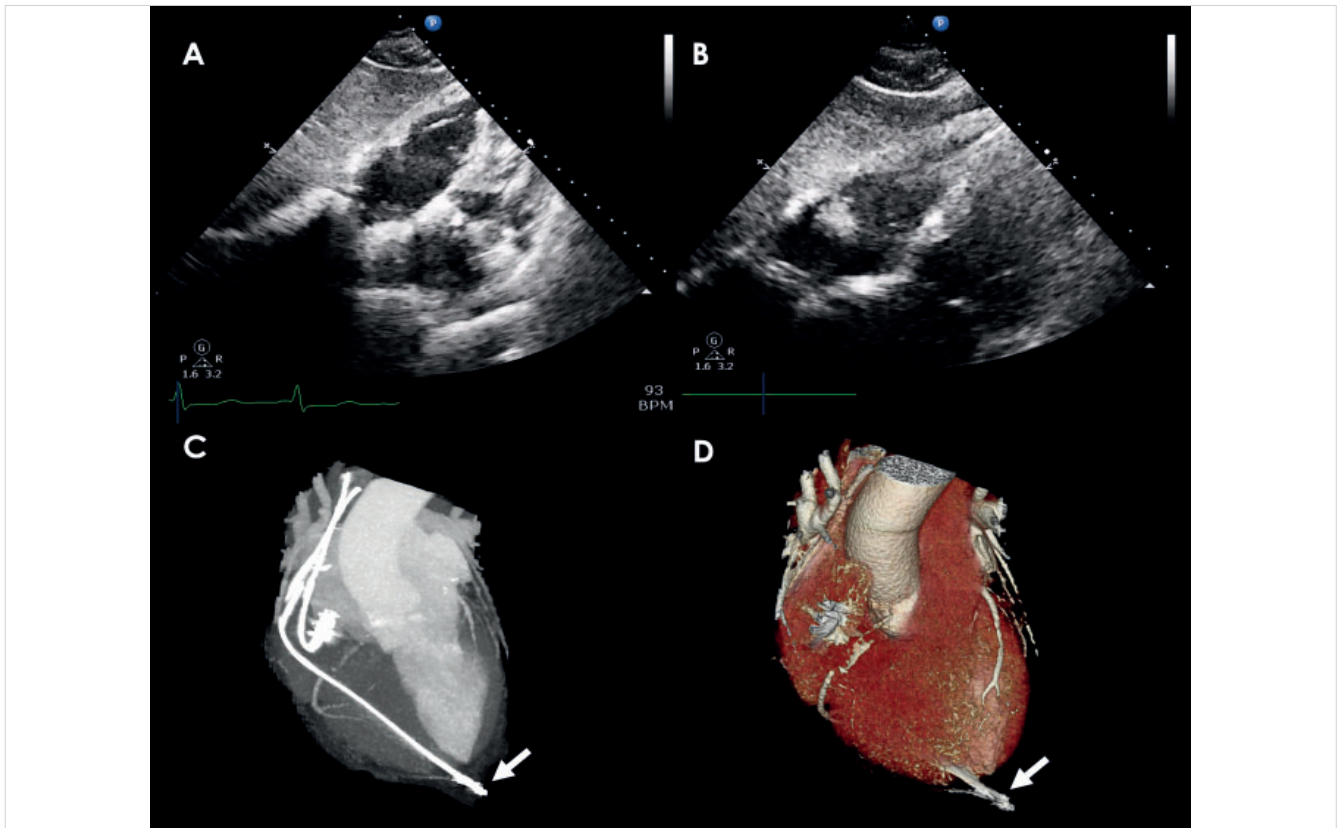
Focus cardiac ultrasound (FoCUS) and cardiac computed tomography (CT) findings in a patient with suspected pacemaker wire perforation of the right ventricle (RV). Repeated FoCUS examinations showed no evidence of pericardial effusion, despite a high clinical suspicion of RV perforation (A and B). A cardiac CT scan, performed due to continued clinical concern, confirmed the RV perforation caused by the pacemaker wire (C and D).
